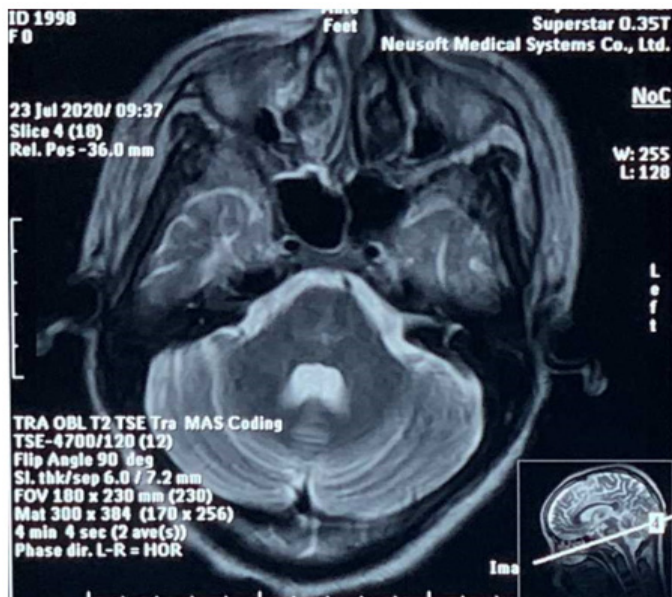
IRM en coupe axiale montrant un hypersignal en T2 au niveau de la protubérance.
